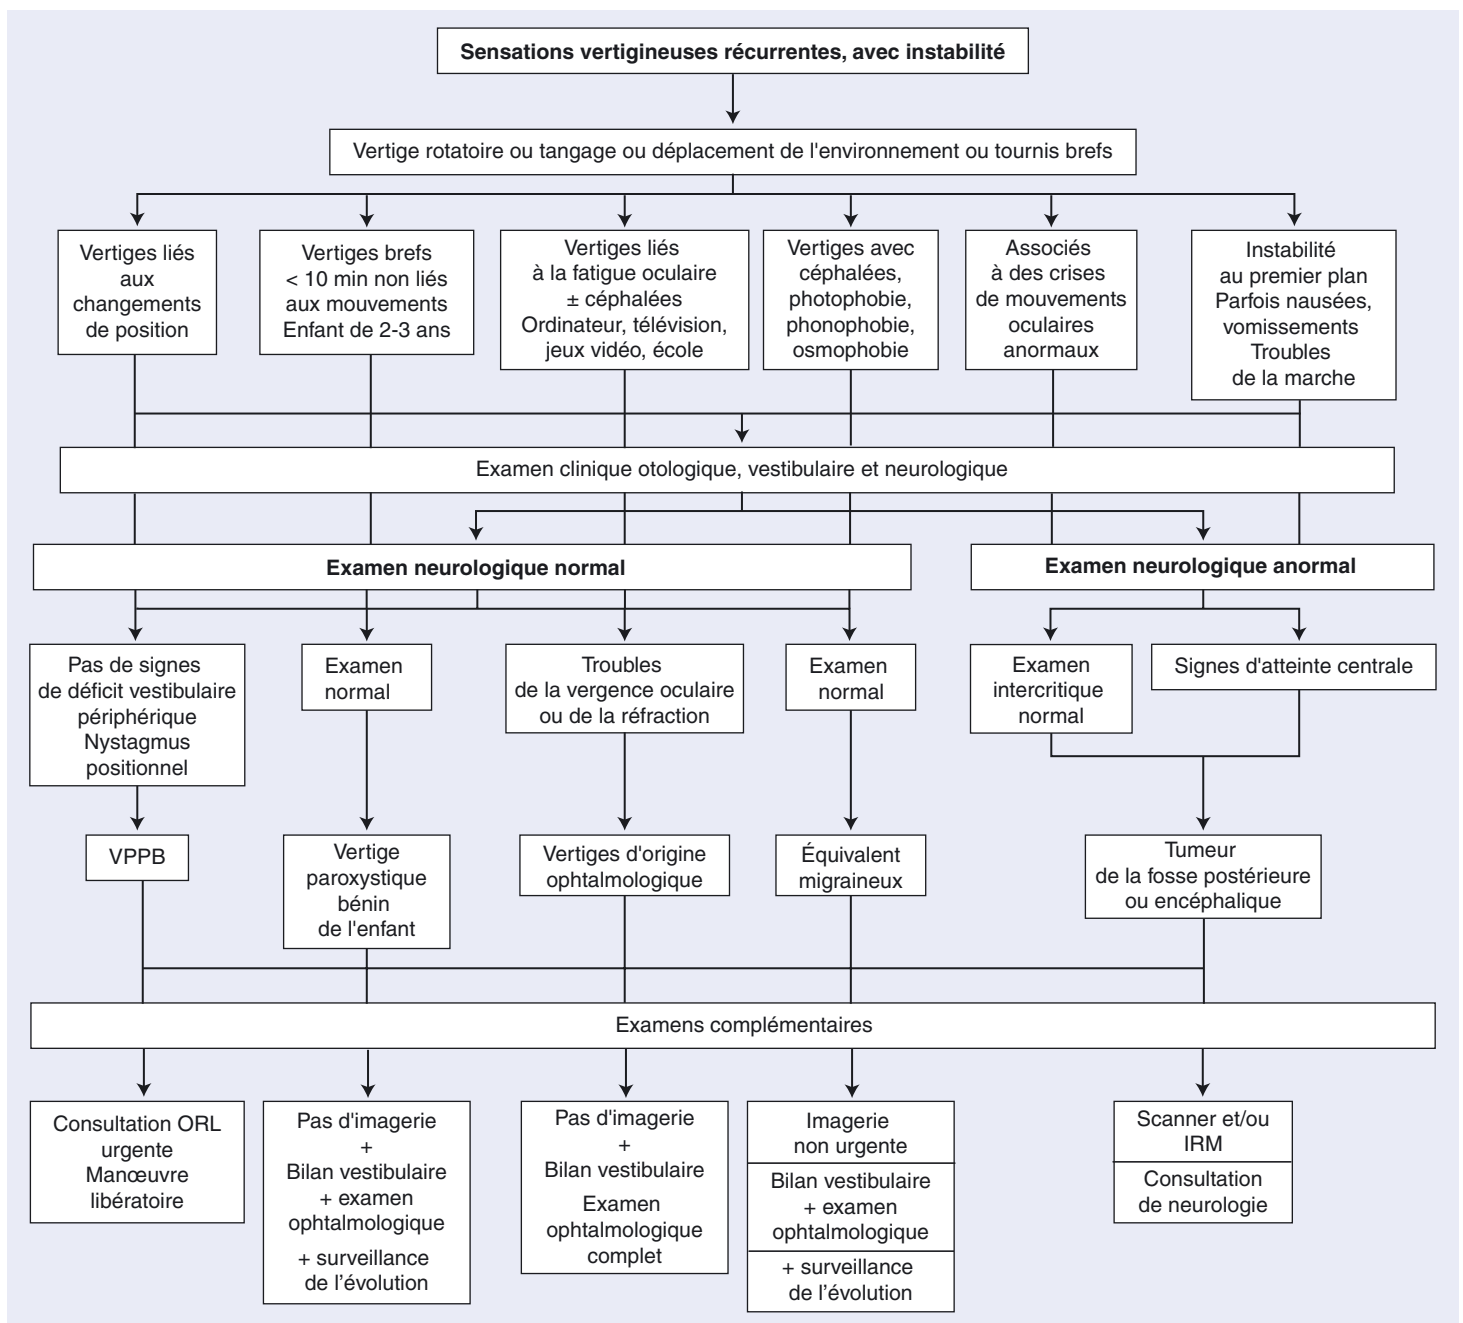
Arbre décisionnel. Conduite à tenir devant des sensations vertigineuses récurrentes avec instabilité. VPPB : vertige paroxystique positionnel bénin ; IRM : imagerie par résonance magnétique ; ORL : oto-rhino-laryngologique.
